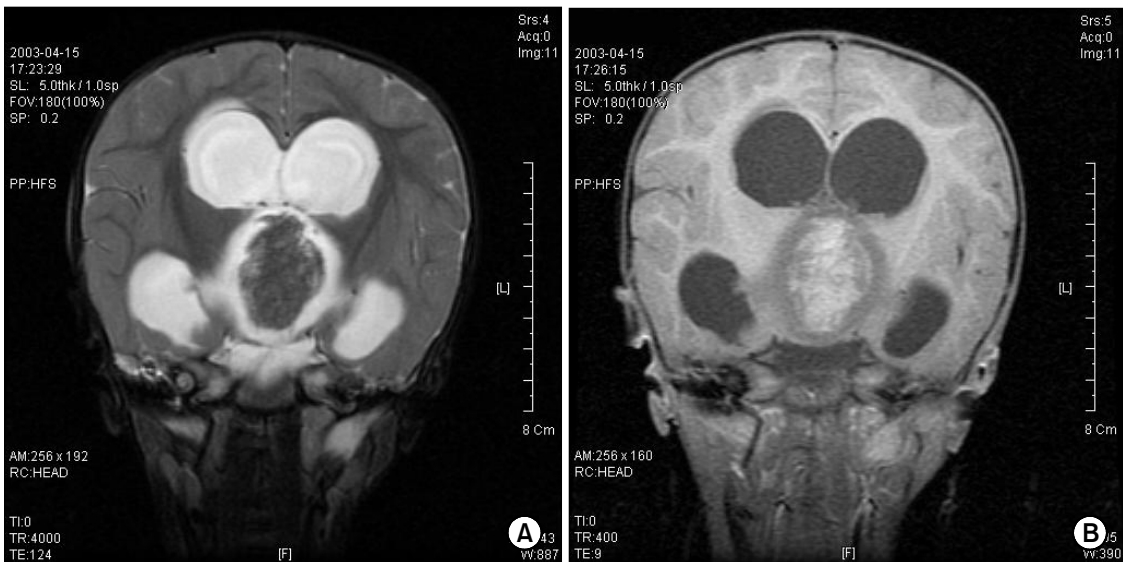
Brain MRI shows 3×3.4 cm sized mass in the 3rd ventricle. The mass had high signal intensity in T1 weighted image (A) and slightly lower signal intensity than gray matter in T2 weighted image (B).
